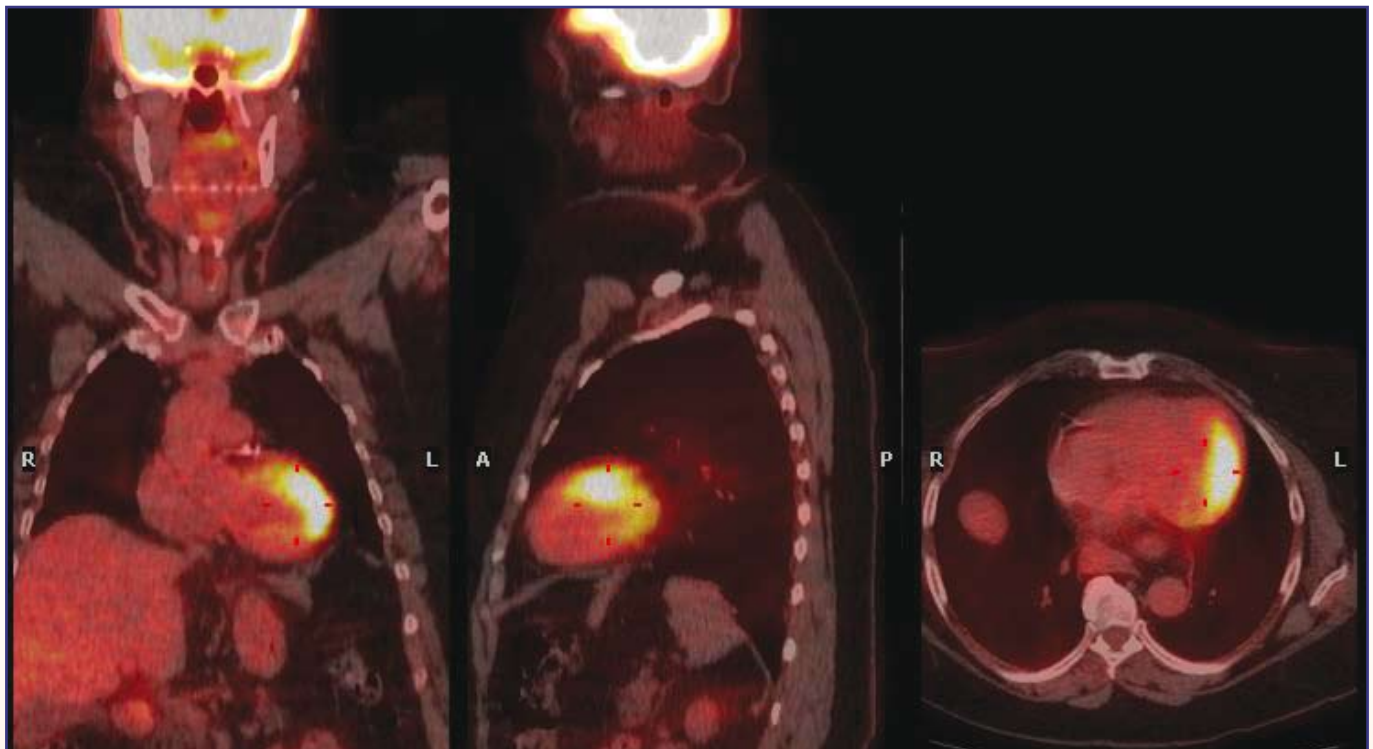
Coronal, sagittal and transaxial fused PET/CT images show a remarkable accumulation of FDG in the (antero-)lateral parts of the myocardial wall.
